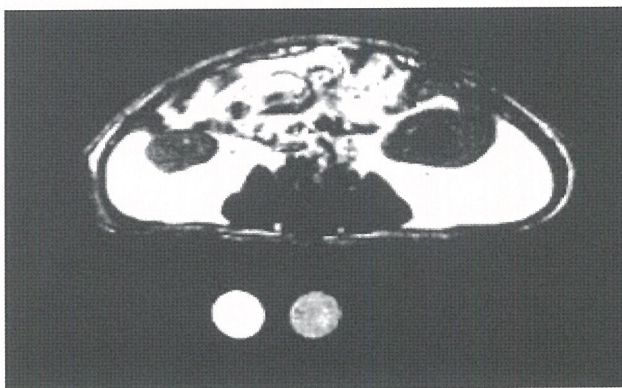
MRI(Magnetic Resonance Imaging)を用いたOLETFラットとLETOラットの内臓脂肪（白色部）の分布
